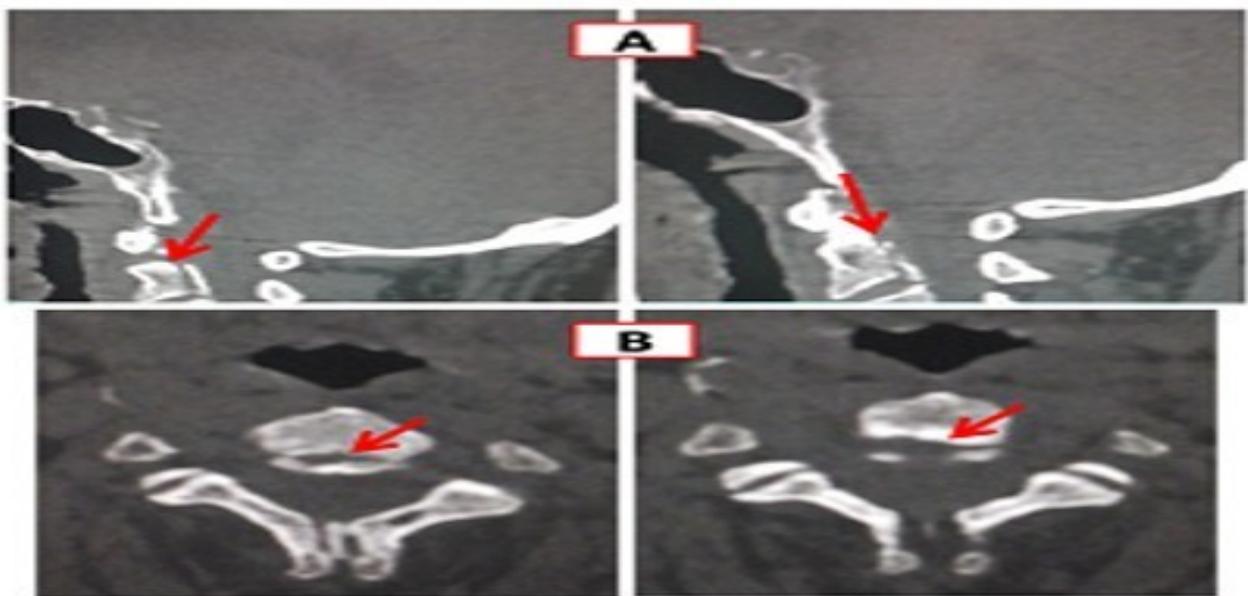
Imagen de TAC multicortes de la columna cervical con reconstrucciones sagitales y axiales. A: se observa la fractura lineal paralela al borde posterior del diente axis. B: se aprecia la fractura de la base del diente no desplazada.
